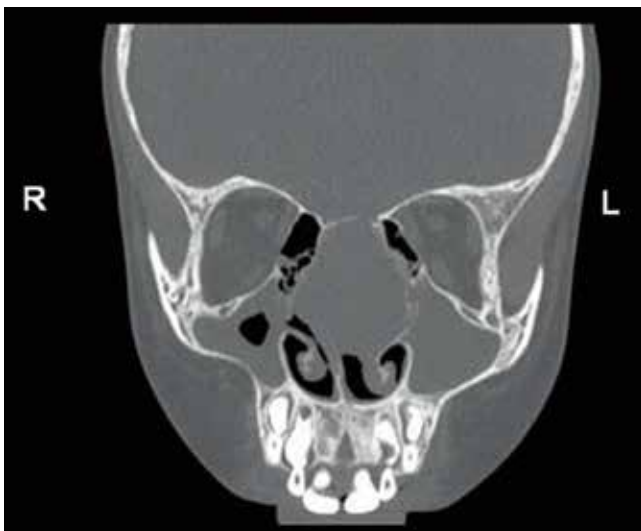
КТ фронтальная проекция. Опухоль больших размеров, занимающая клетки решетчатого лабиринта с обеих сторон, полость носа больше слева
